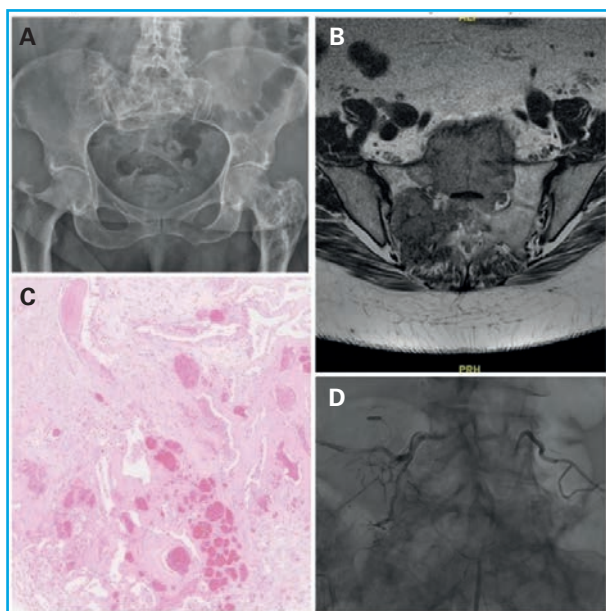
A. Radiografía de pelvis anteroposterior. Lesiones osteolíticas redondeadas con trabeculación en su interior bien delimitadas que afectan a nivel sacro y tercio proximal de fémur izquierdo. B. RNM. Corte axial, secuencia T2. Alteración difusa con expansión en cuerpos L5 y S1, a nivel sacro de predominio derecho que engloba raíces nerviosas. C. Anatomía patológica. Biopsia ósea sacra. Hueso trabecular con extensa fibrosis medular y focos hemorrágicos. Tinción hematoxilina-eosina. D. Radiología intervencionista. Embolización arterial L4, L5 y sacra media con cianocrilato.
